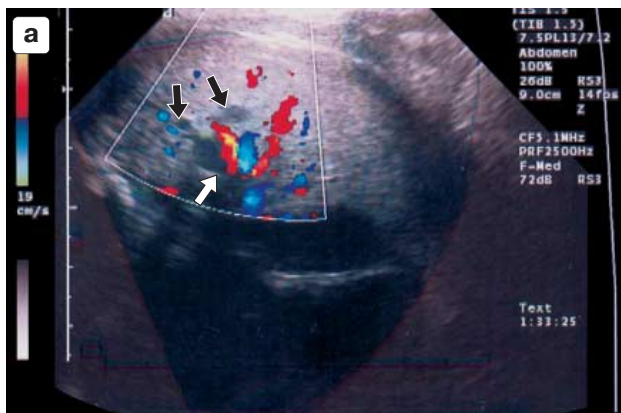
а — эхограмма плода с экстралобарным секвестром в 38–39 нед. Поперечное сканирование правого легкого плода при большом увеличении. У корня правого легкого кистозные образования (черные стрелки), рядом множественные сосуды, отходящие от корня правого легкого (белая стрелка); б — рентгенограмма ребенка (3 сут жизни) с секвестром у корня правого легкого (стрелка); в — магнитно-резонансная томограмма того же ребенка с экстралобарным секвестром на 5 сут жизни. Поперечная проекция. Справа у корня легкого дополнительное гроздевидное объемное образование с признаками наличия жидкости в полостях (белая стрелка); г, д — МРТ этого же ребенка на 5 сут жизни (продольная проекция). У корня правого легкого определяется гроздевидное объемное образование с признаками наличия жидкости в полостях.
